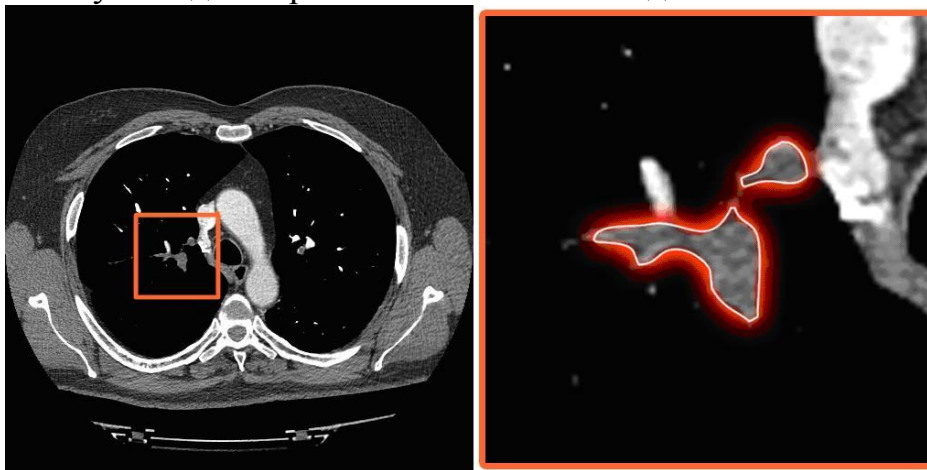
Пример томографического снимка (слева) и фрагмент тромба, обведенный красным цветом (справа).
